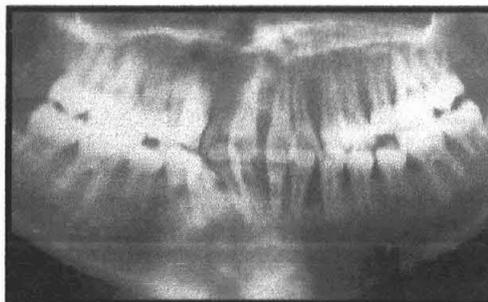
Radiografía a los 10 años ¹⁸
